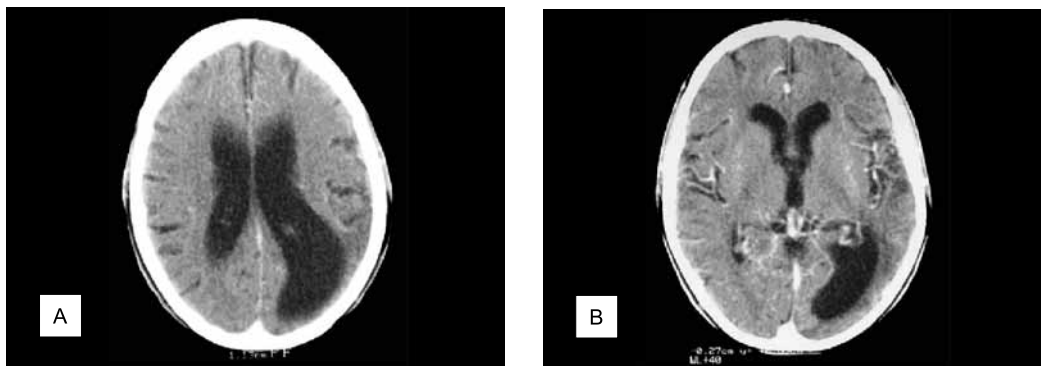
Tomografías computarizadas efectuadas en 1999. A) Ventriculomegalia de mayor dimensión occipital izquierda con remanente de corteza muy adelgazada e hipodensa. B) Tomografía contrastada donde se ven zonas de pérdida de tejido neuronal con hipervascularización en la periferia que incluso se extiende hacia el interior de la zona de encefalomalacia
